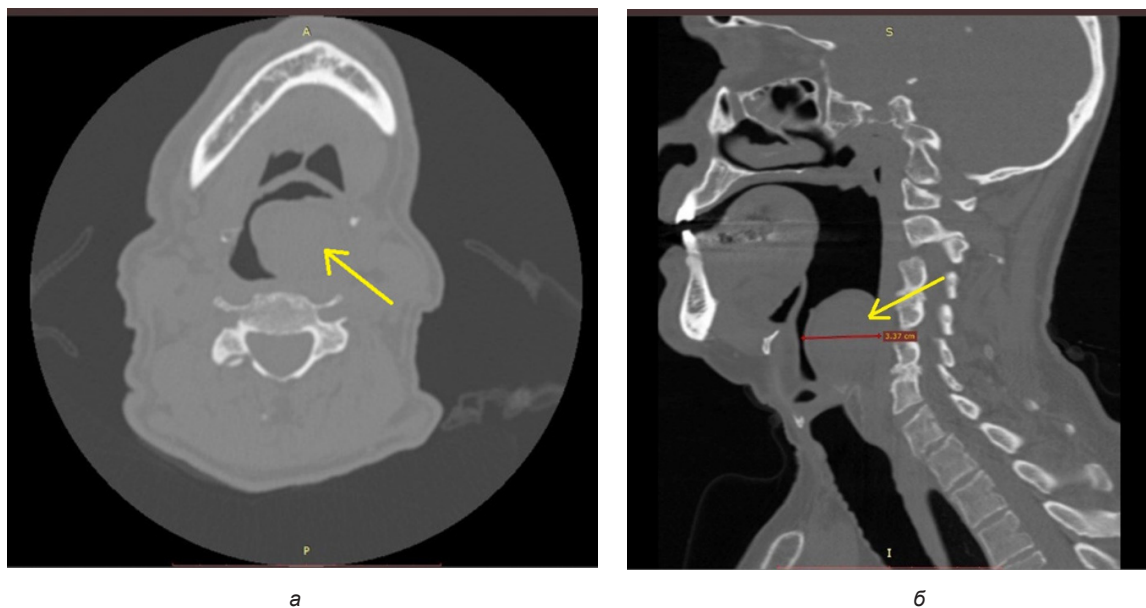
Компьютерные томограммы органов шеи, визуализирующие объемное образование в области гортаноглотки (желтые стрелки) в двух проекциях: а – аксиальной; б – сагитальной
